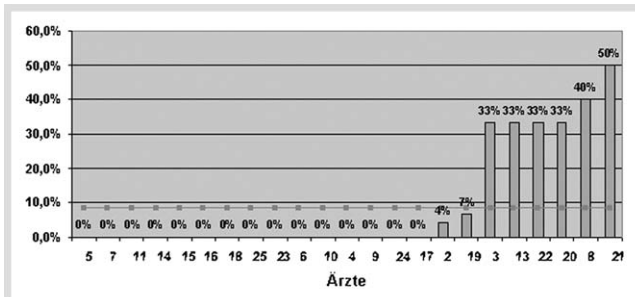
CT-Verschreibung beim ersten Arztbesuch im Falle von akuter Lumboischialgie.
